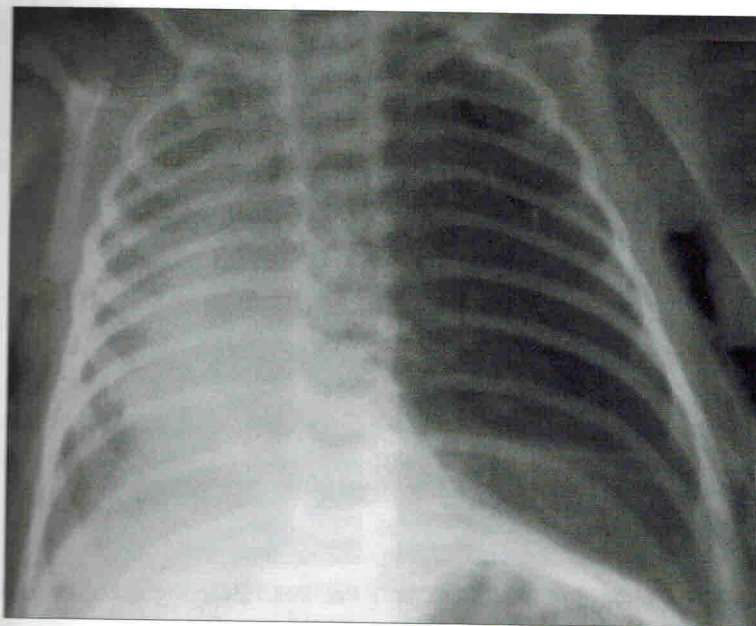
На рентгенограмме грудной клетки в передней проекции определяется значительное повышение воздушности в верхних и средних отделах левого легочного поля, левое легкое пролабирует в средостение и правую половину грудной клетки. В нижних отделах левой половины грудной клетки определяется малоинтенсивная клиновидная тень наиболее вероятно образованная коллабированной нижней долей. Левый корень структурен, Левая половина диафрагмы уплощена, контур ее четкий, синус свободен. Средостение находится в правой половине грудной клетки. Видимые отделы правого легкого и правой половины диафрагмы без особенностей. Правый корень «прикрыт» тенью средостения
